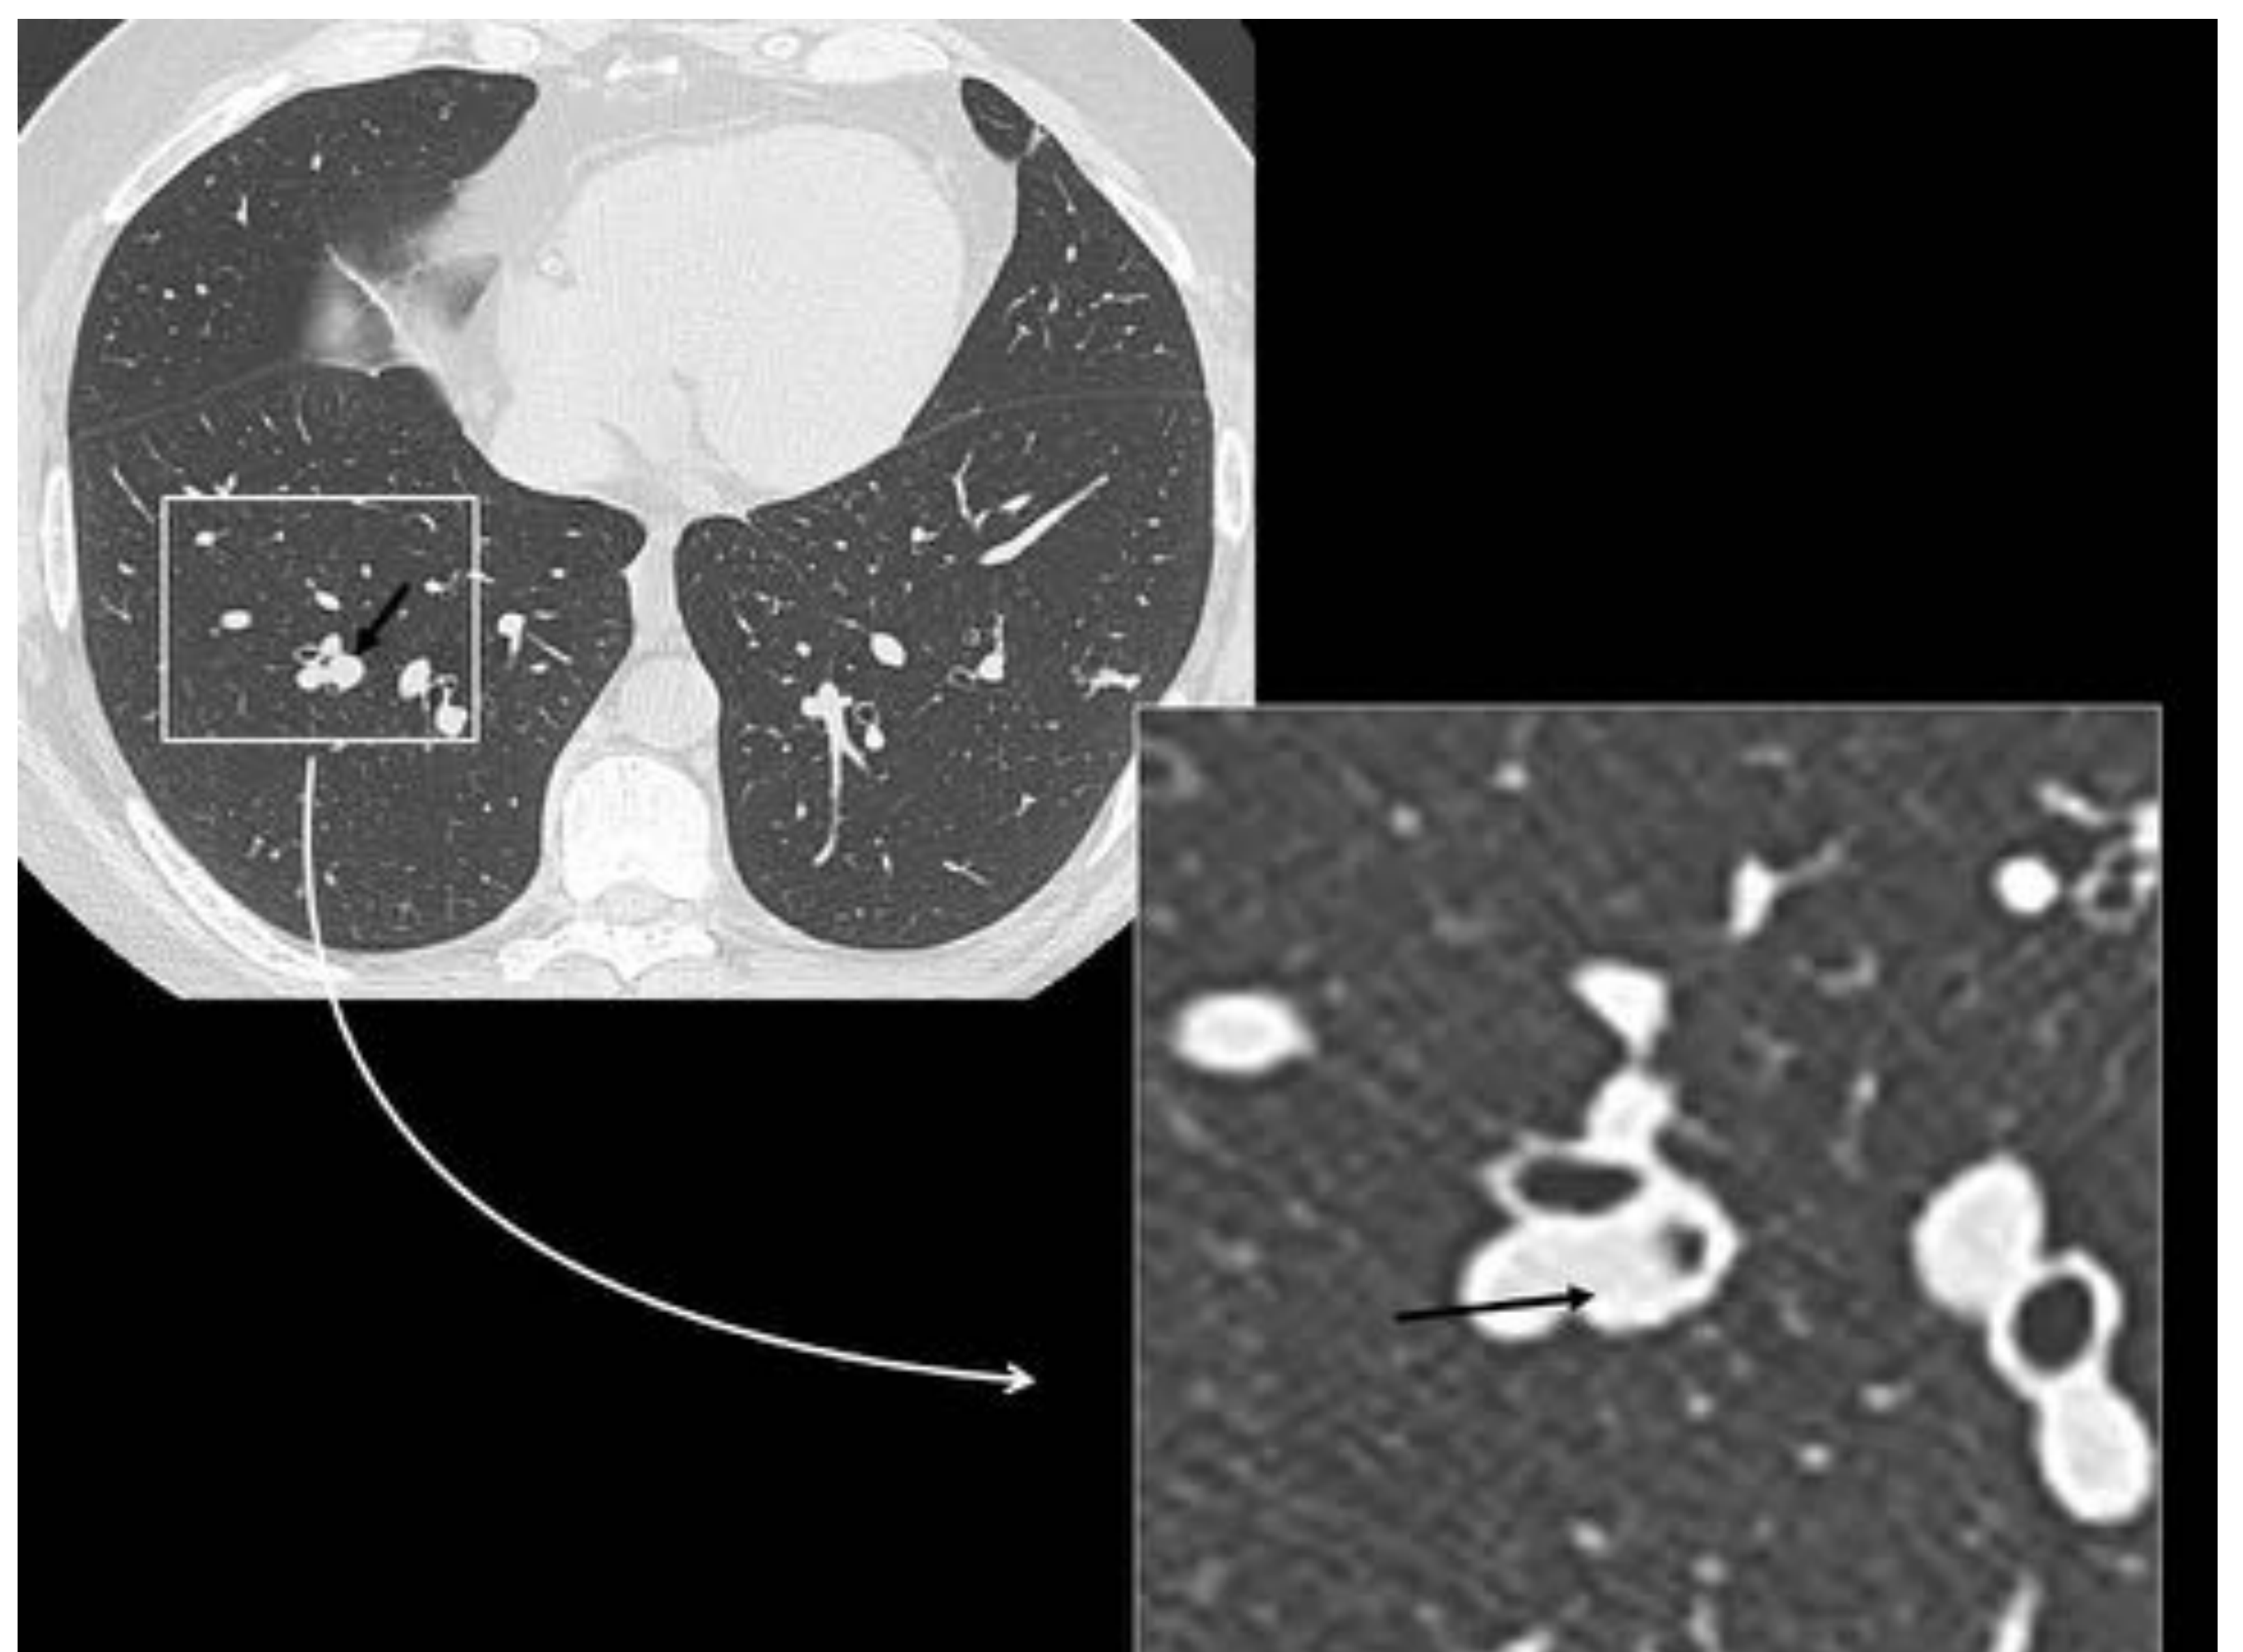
Imágenes de TC en ventana pulmón en cortes axial con imagen aumentada de un paciente con antecedente de cáncer de células renales. Se observa un nódulo en LID de 9mm que había crecido de forma significativa respecto a estudios previos y que presentaba un componente endobronquial y extrabronquial de un bronquio subsegmentario del segmento basal lateral del LID. Existían también adenopatías subcarinales, que habían crecido con respecto a estudio anterior.
